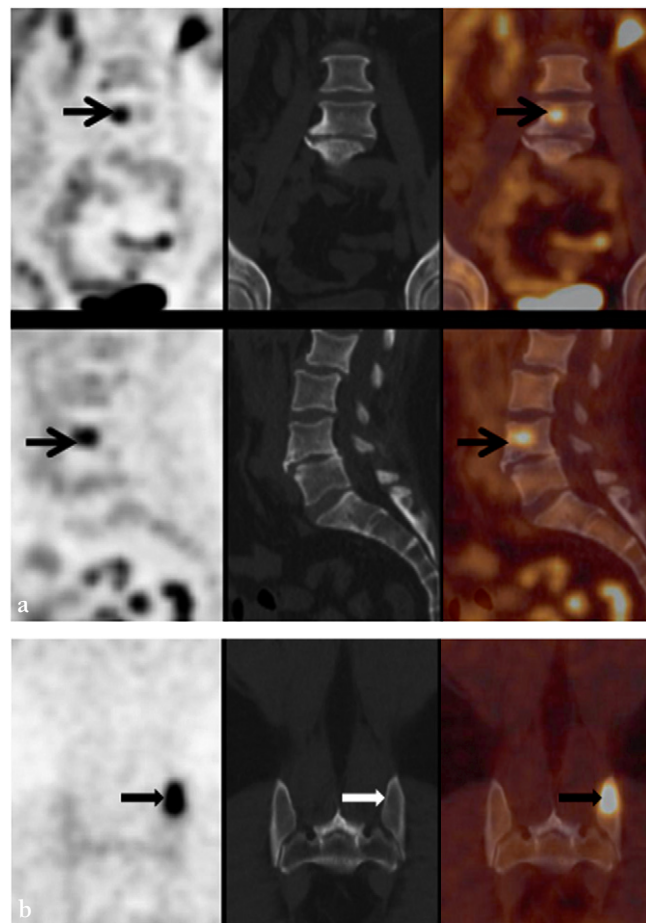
Vues frontale et sagittale de TEP-TDM centrées sur le rachis et le bassin : métastases d'un adénocarcinome bronchique (même patient).
